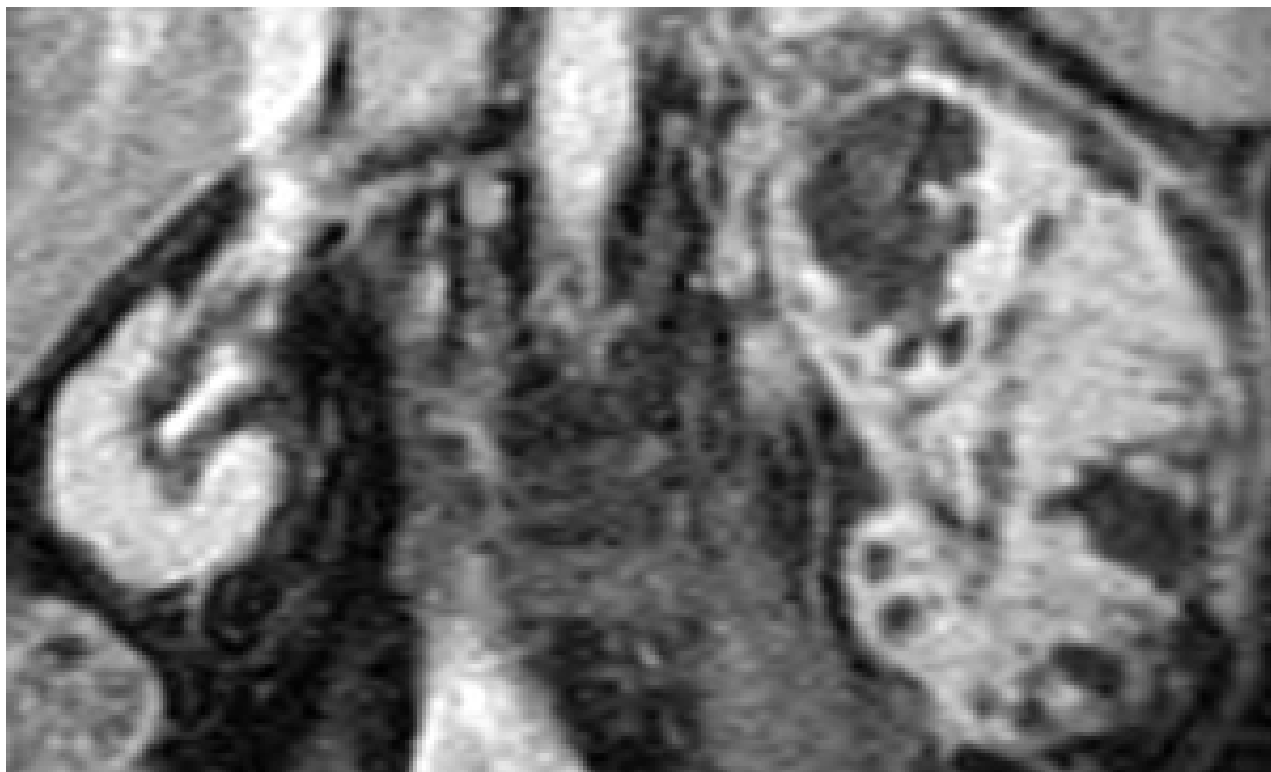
Ressonância nuclear magnética (RNM) coronal mostrando um abscesso renal
